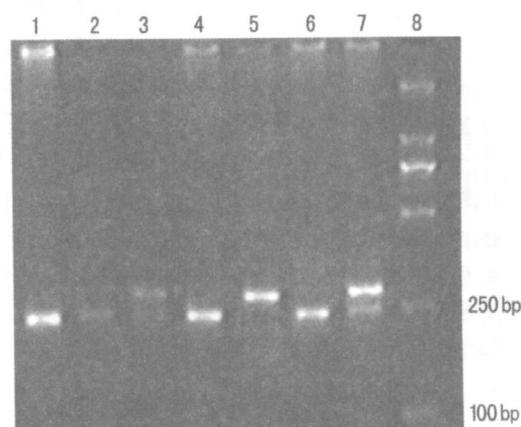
1131T> C 多态位点聚合酶链反应扩增后 Mse I 酶切结果 3 和 7 为 TC 杂合子; 5 为 CC 纯合子; 1、2、4 和 6 为 TT 纯合子; 8 为 DL2000 Marker。
